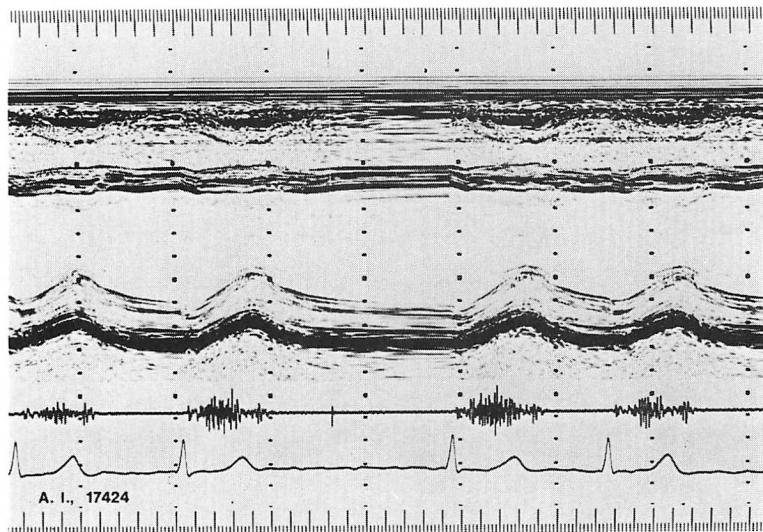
M-mode echocardiogram of the left ventricle in the same case as in Fig. 5.
